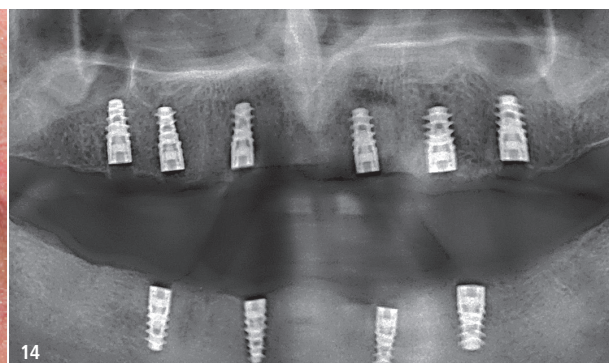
Postoperative Röntgenkontrolle.
